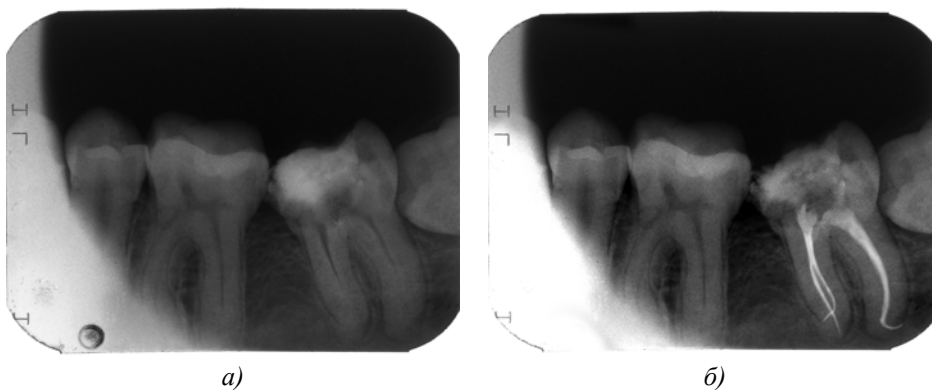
Рентгенологический контроль эндодонтического лечения, зуб 4.6:
